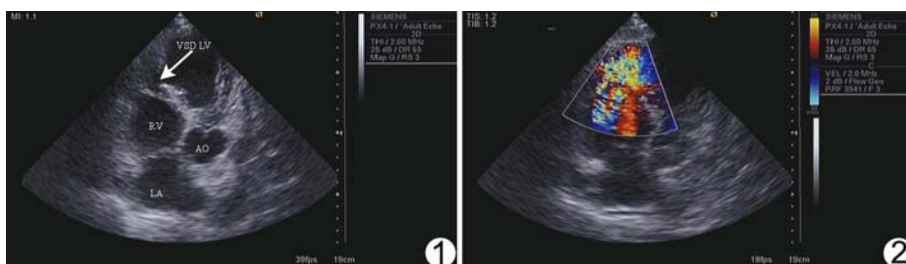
二维超声显示室间隔连续性中断(箭) (VSD: 房间隔缺损, LA: 左心房, LV: 左心室, RV: 右心室, AO: 主动脉) 图 2 CDFI 见室间隔中断处左向右为主的双向分流
